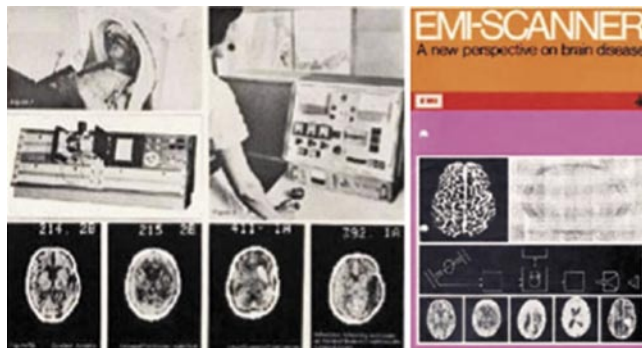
Рекламный проспект первого КТ сканнера.
